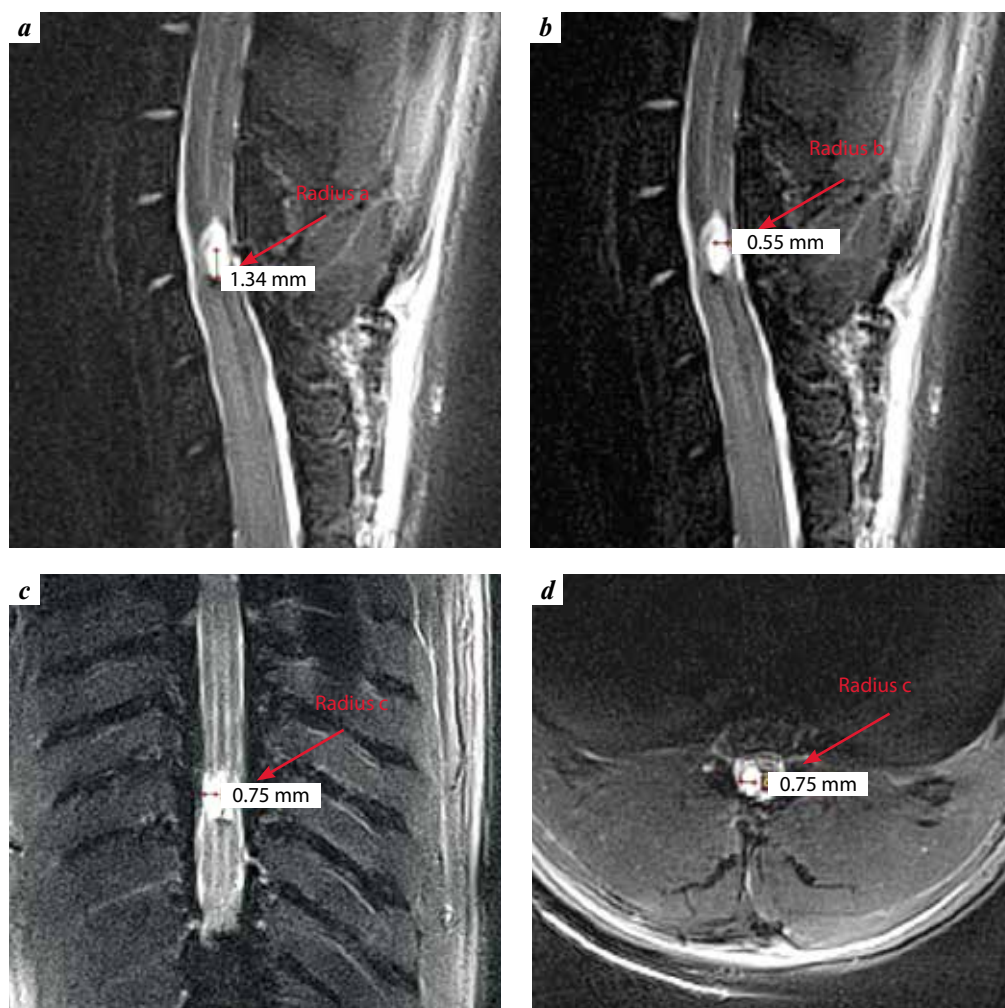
Calculation of posttraumatic cystic cavity volume based on its size determined using magnetic resonance images (ClinScan tomograph, Brucker BioSpin, Germany). T2-weighted images: sagittal (a, b), frontal (c) and axial (d) projections centered on the posttraumatic cavity. Arrows show radii measured on every image
